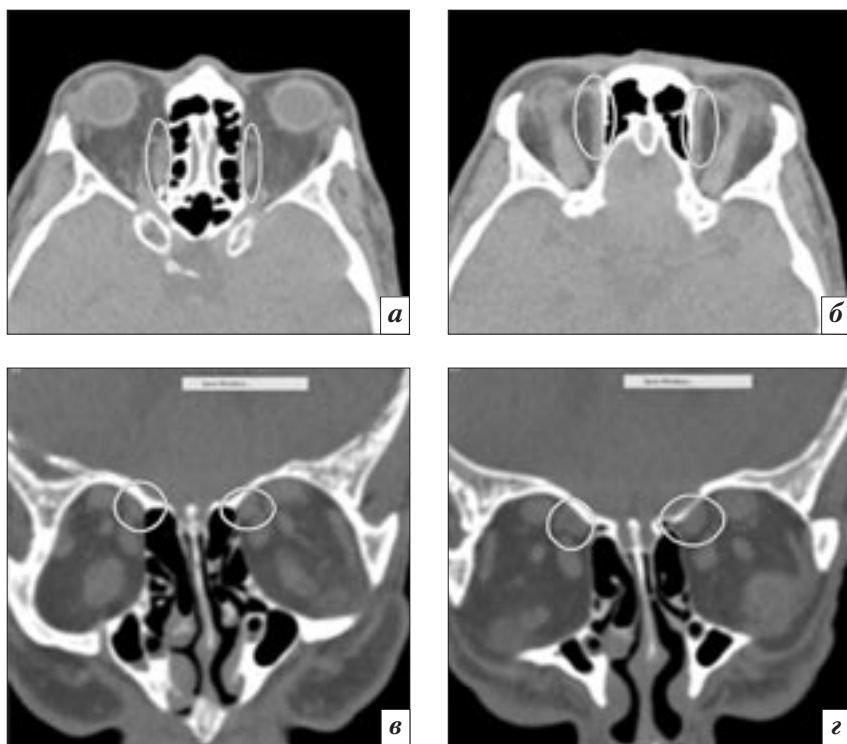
Компьютерные томограммы в аксиальной (*а, б*) и фронтальной (*в, з*) проекциях орбит пациента со смешанным вариантом ОЭ. Визуализируется резкое утолщение всех ЭОМ, включая верхние косые (выделены овалами)
